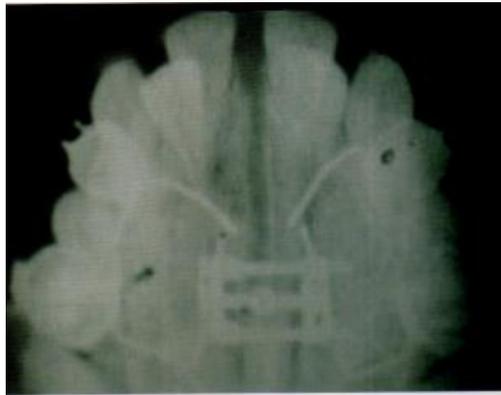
Radiografía de disyunción con tornillo tipo Hyrax.<sup>2</sup>
